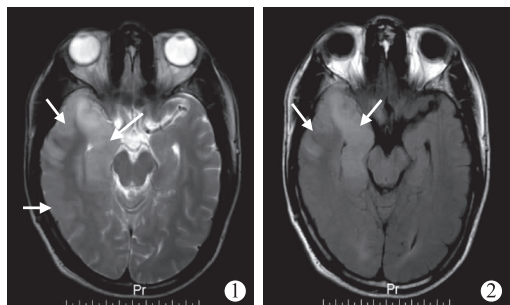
头颅 MRI(2017 年 2 月 23 日)显示右侧额颞叶、海马、岛叶、基底节 T₂WI、FLAIR 高信号(箭头所示)
